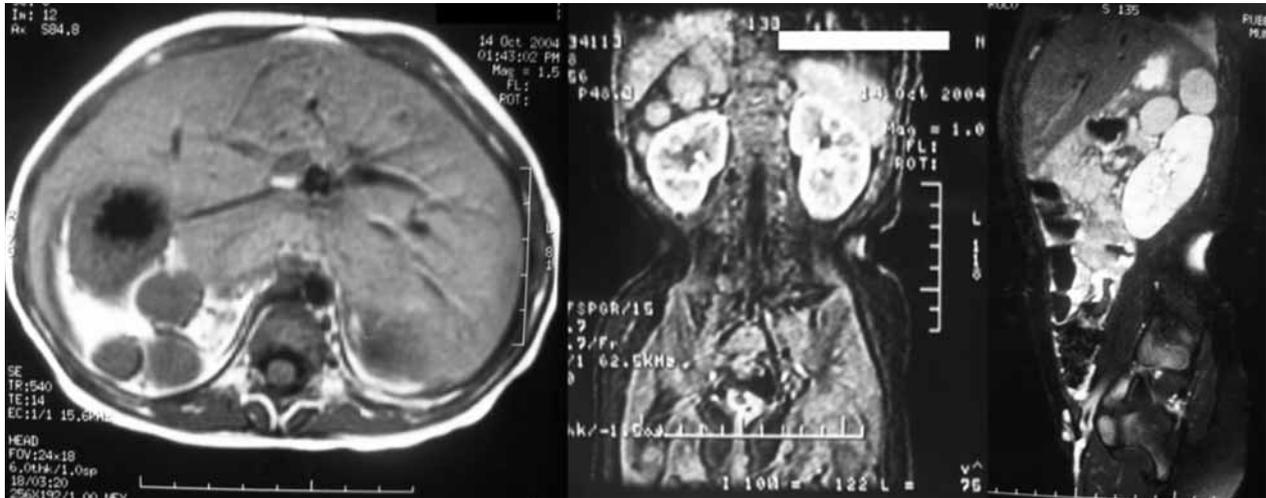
Imágenes de resonancia magnética en las que se ve el estómago en el lado derecho, el hígado centralizado y la poliesplenia.
